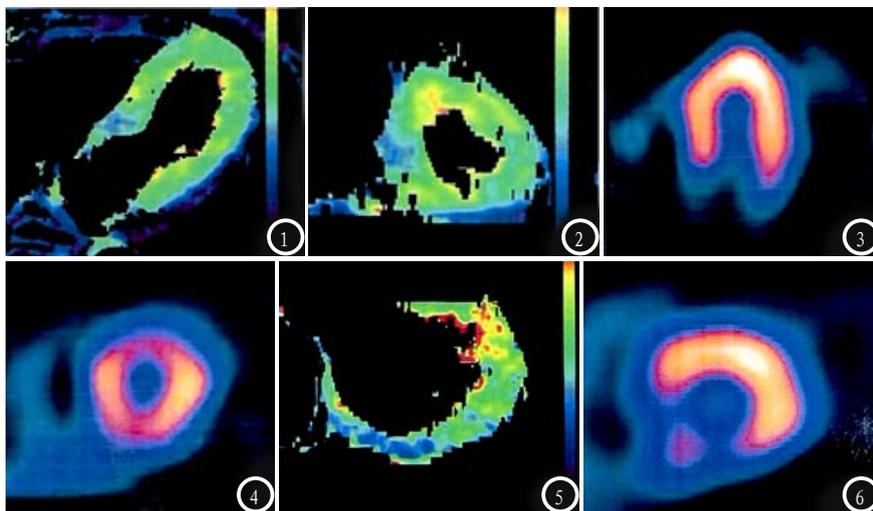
患者胸痛待查。图1-2 负荷CT-MPI图像显示, 基底室间隔区可见灌注缺损区; 图3-4 负荷SPECT-MPI图像显示, 心脏长轴位及短轴位均未见灌注稀疏或缺损区。图5-6 患者明确有冠心病。图5 负荷CT-MPI图像显示, 短轴位可见下壁和下隔壁灌注缺损; 图6 负荷SPECT-MPI显示下壁和间隔壁灌注缺损。
